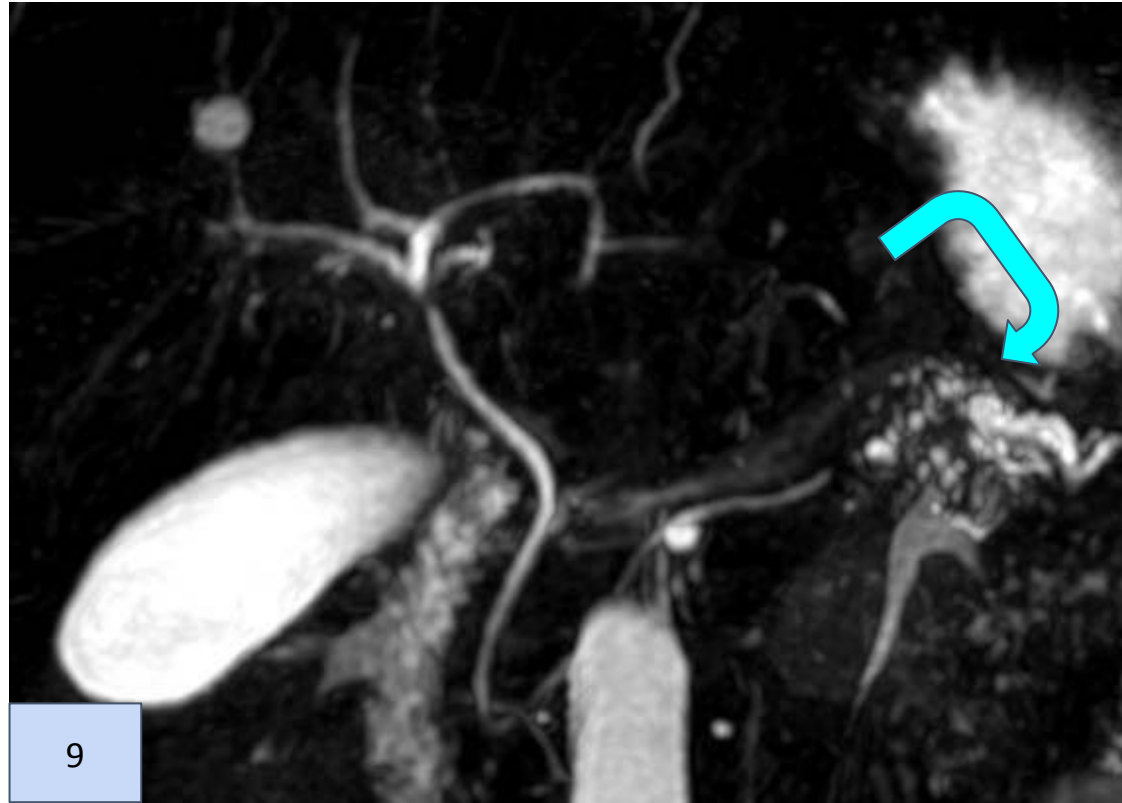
Colangio-RM se observa dilatación retrógrada del conducto pancreático principal.
